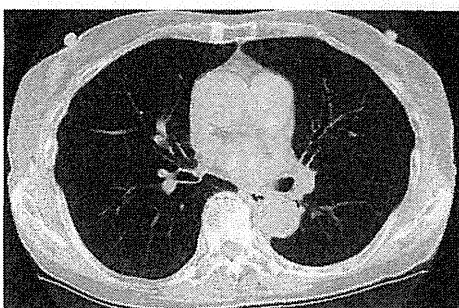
S. commune* による ABPM の胸部 CT 写真
